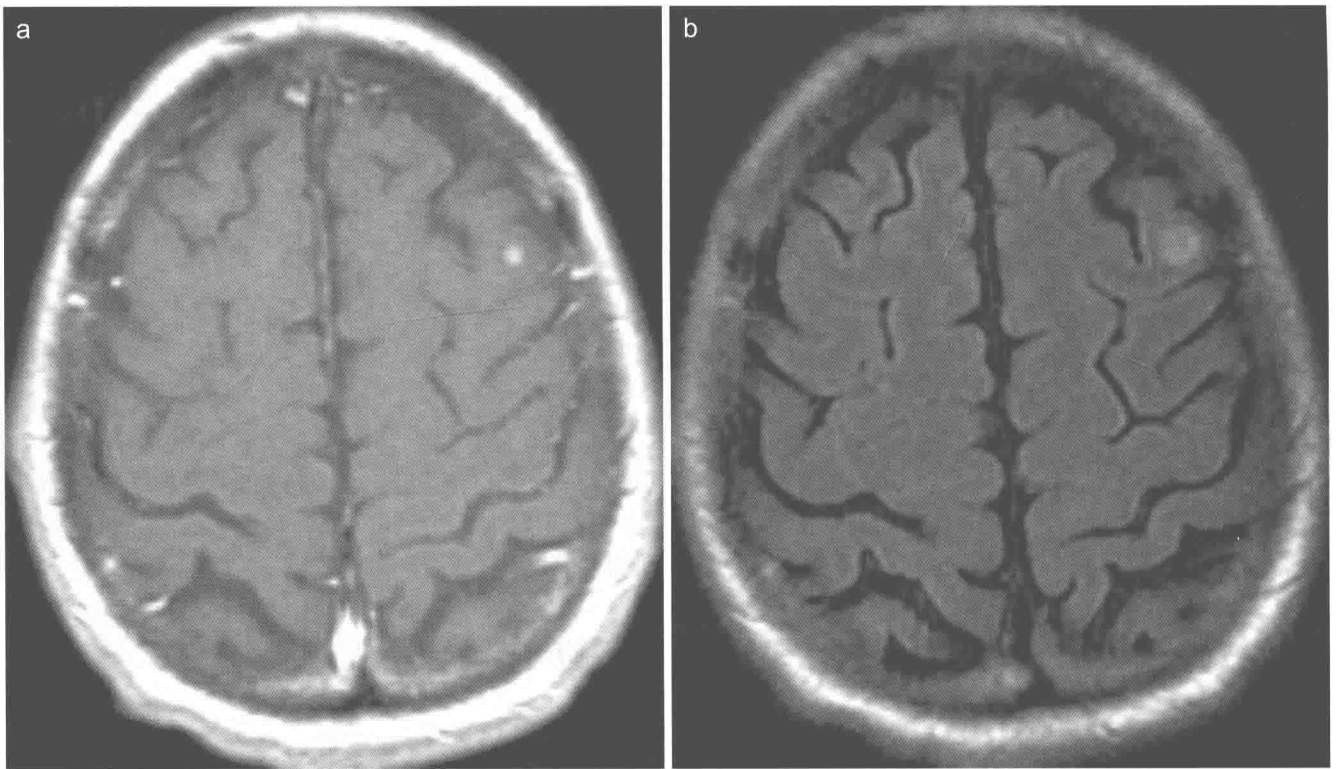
转移瘤。横轴位增强 T1WI (a) 和 FLAIR (b) 图像显示左额中回灰白质交界区一个小的转移瘤，FLAIR 像显示周围轻度水肿呈稍高信号。
